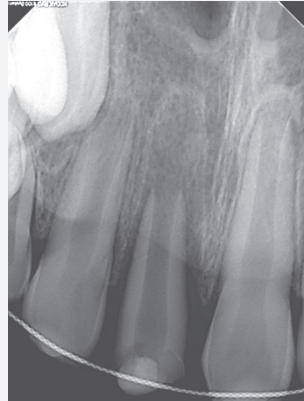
Periapical radiograph taken after surgical extrusion. Note the radiolucent area around replanted tooth, which was due to the gap between replanted roots and the original alveolar sockets. The length of extrusion was 7mm.
